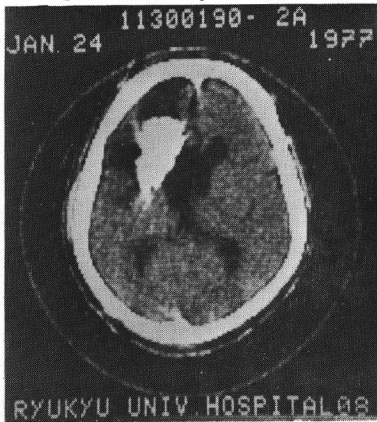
CT scan shows wide high density of left frontal region and porencephaly and brain atrophy. (pre-operation)
